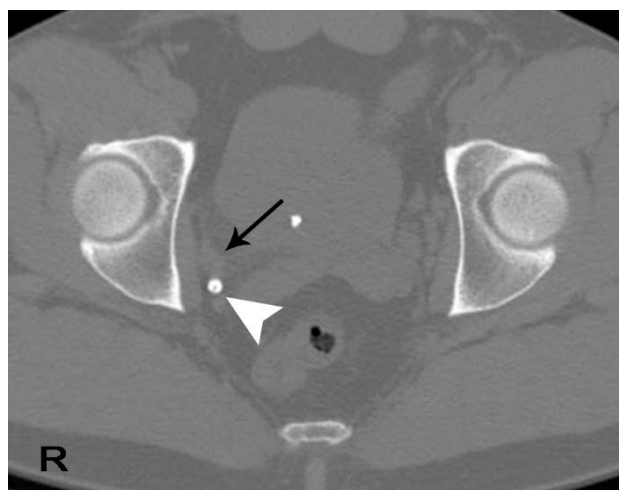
URO TC cortes axiales A y B a nivel de vejiga.
